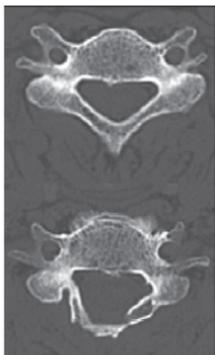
CT画像です。上が手術前の状態で、下が手術後の状態です。骨の孔（脊柱管）が拡大しているのがわかると思います。
